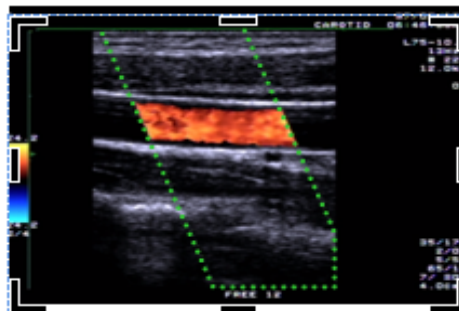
Image en mode Doppler Couleur (CDI)
